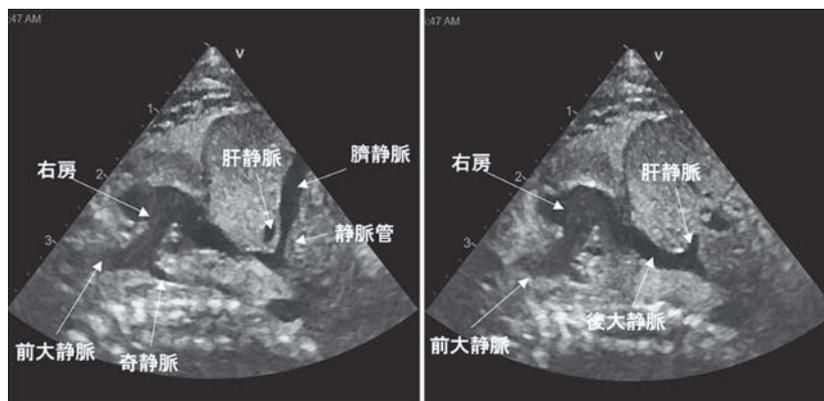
胎仔（出生1日前）の臍静脈と静脈管のエコー画像（時相の違う2画像）
